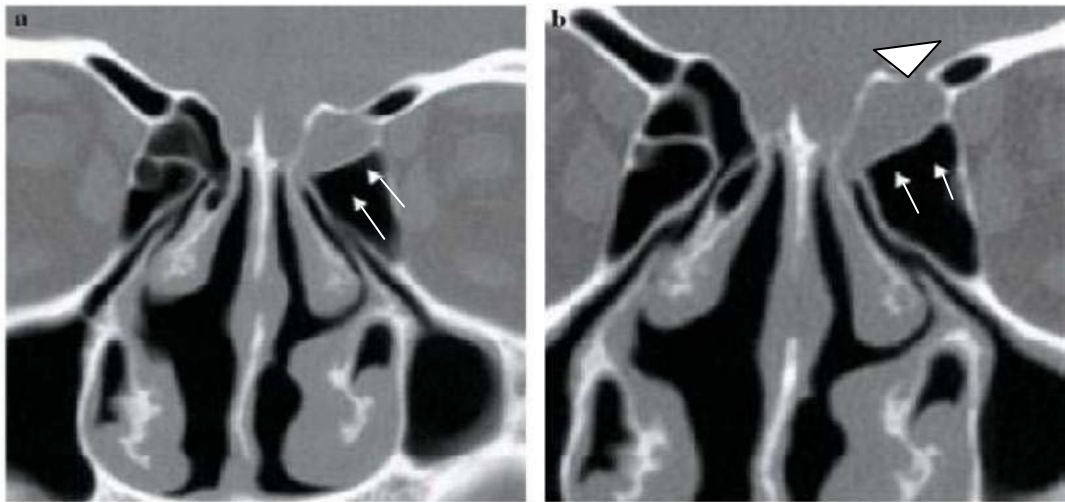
Une TDM en incidence frontale avec des coupes de 3 mm d'épaisseur (a) ne montre pas de defect osseux mais, un comblement d'une cellule ethmoïdale est noté (double flèche). Un complément d'examen scanographique avec des coupes millimétriques (b) révèle une solution de continuité osseuse au niveau du toit de la cellule ethmoïdale comblée (grosse tête de flèche).
